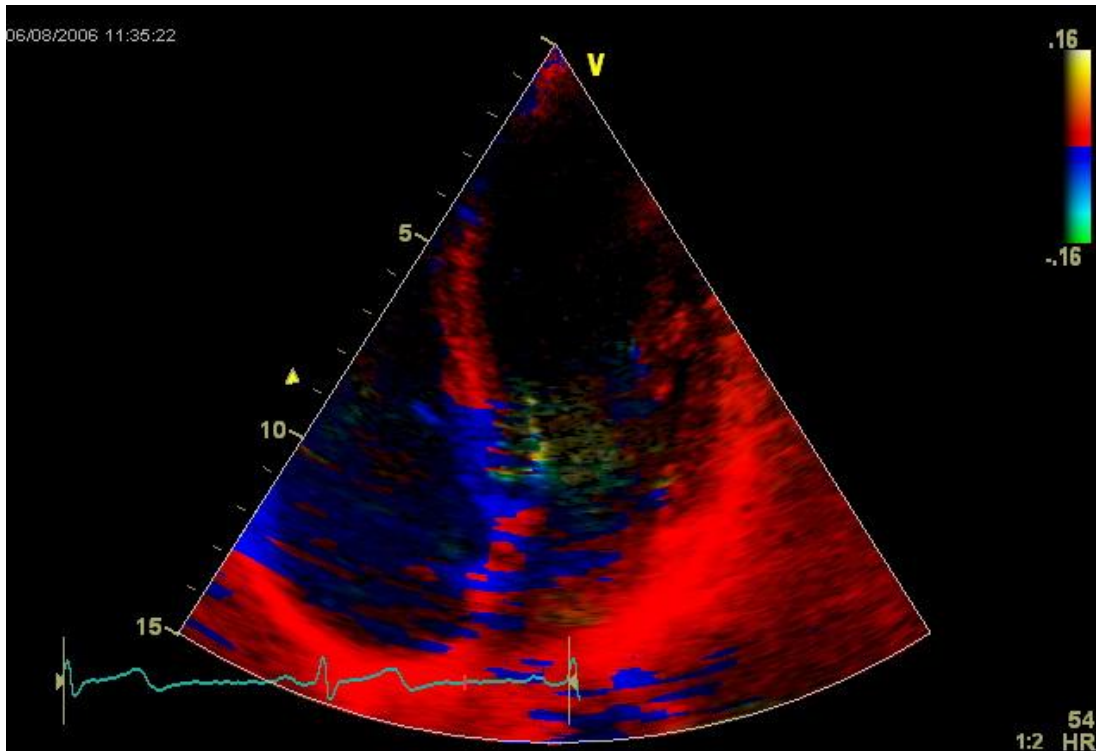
apikaler Vierkammerblick im Gewebedoppler
